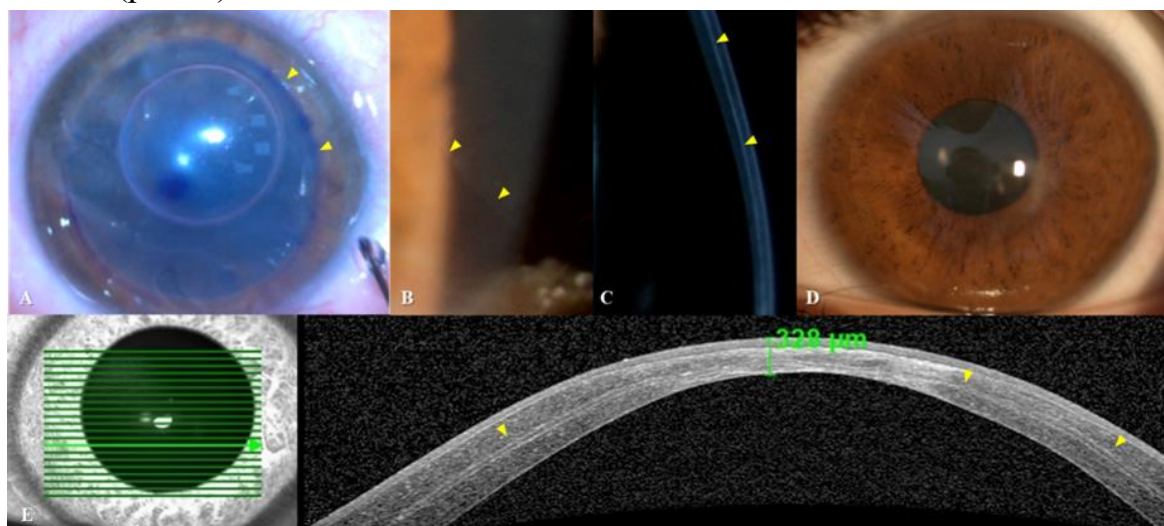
Биомикроскопическая картина и изображение ОКТ после интрастромальной трансплантации БС с предварительным СХЛ трансплантата. Пациент № 8. А-трансплантат БС в стромальном кармане. Желтыми стрелками указаны границы трансплантата БС. В, С - спустя 12 месяцев после операции. Желтыми стрелками указан трансплантат БС; D - биомикроскопически роговица полностью прозрачна; E - оптическая когерентная томография демонстрирует равномерное прилегание трансплантата БС на глубине 2/3 толщины роговицы.
